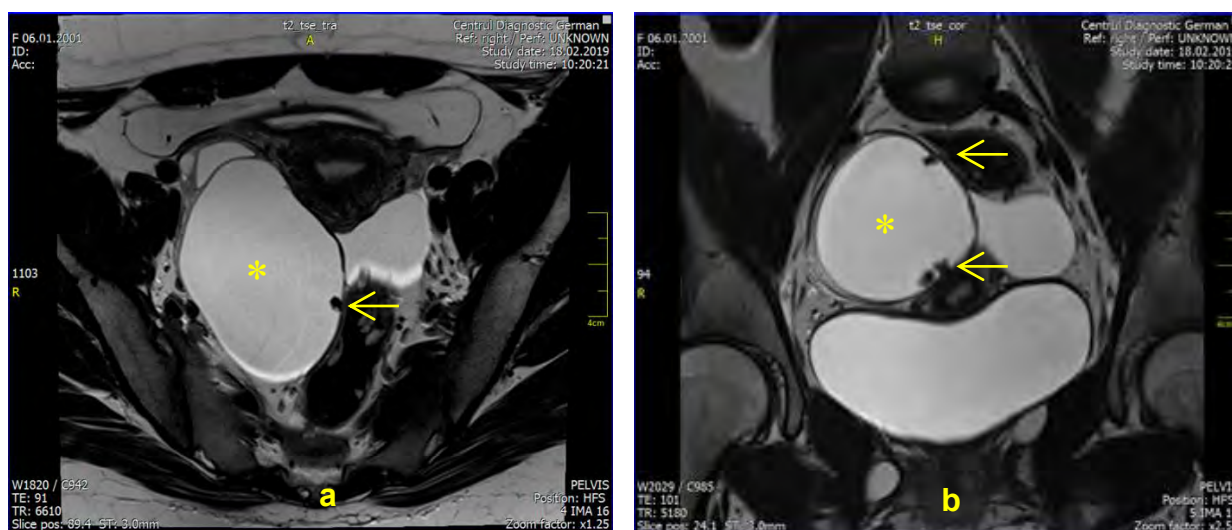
IRM T2W (a) proiecție axilară (b) proiecție frontală: CAP(*) a ovarului drept (110x86x58mm) excrescențe papilare (→)
